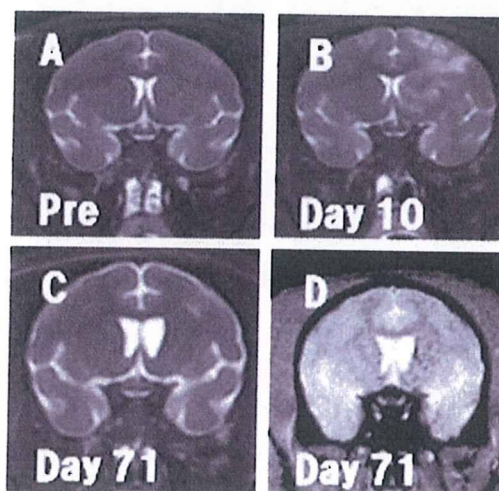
頭部MRI T2強調画像 (A-C)、ADC画像 (D)
